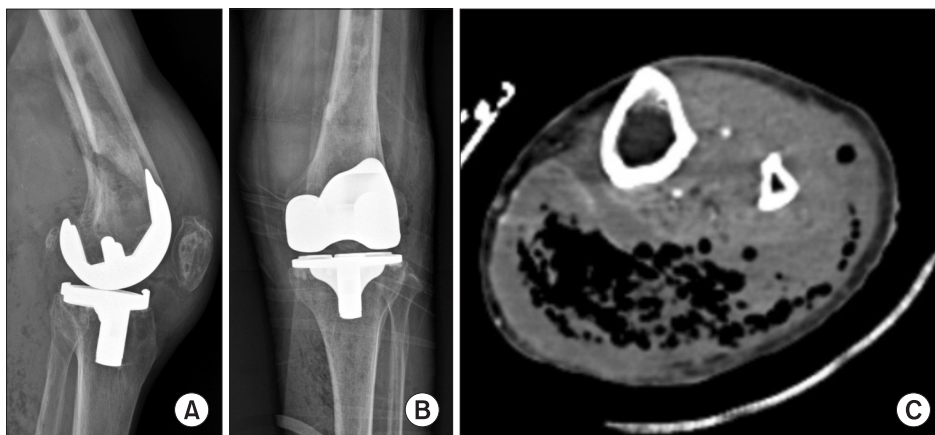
(A) Lateral view of X-ray shows a periprosthetic fracture. (B) Anteroposterior view of X-ray shows a periprosthetic fracture. (C) Gas formation around the knee of computed tomography scan.
